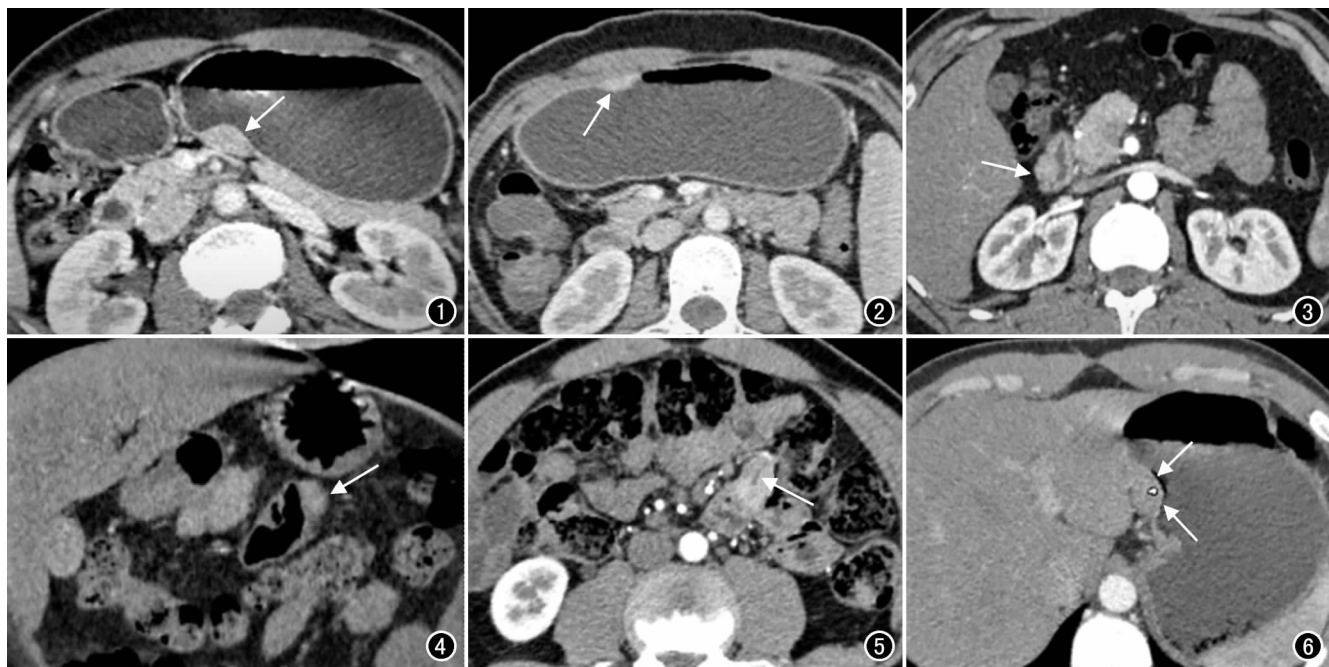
CT 增强扫描静脉期轴面图像示病灶位于胃窦后壁,呈梭形,边界清楚(箭)。图 2 CT 增强扫描静脉期轴面图像示病灶位于胃体前壁,呈扁丘状隆起,与胃壁呈宽基底相连,向腔内生长(箭)。图 3 CT 增强扫描动脉期轴面图像示病灶位于十二指肠降段,呈类圆形,向腔内外生长(箭)。图 4 CT 增强扫描静脉期冠状面图像,空肠近端可见小结节灶,呈卵圆形(箭)。图 5 CT 增强扫描动脉期轴面图像示病灶位于空肠近端,强化密度不均,其内可见细管状低密度影(箭)。图 6 CT 增强扫描动脉期轴面图像示胃体小弯侧梭形结节灶,可见线样强化黏膜面(箭),病灶位于黏膜下。
